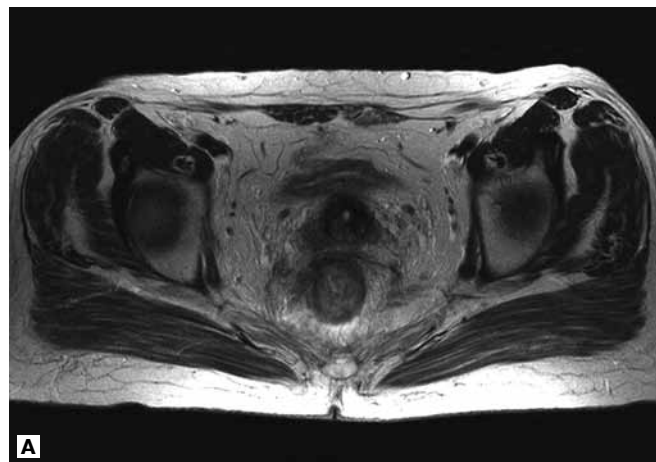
Данные МРТ малого таза пациентки Щ. после химиолучевого лечения (06.09.06). А. Аксиальный срез. Б. Сагиттальный срез.
